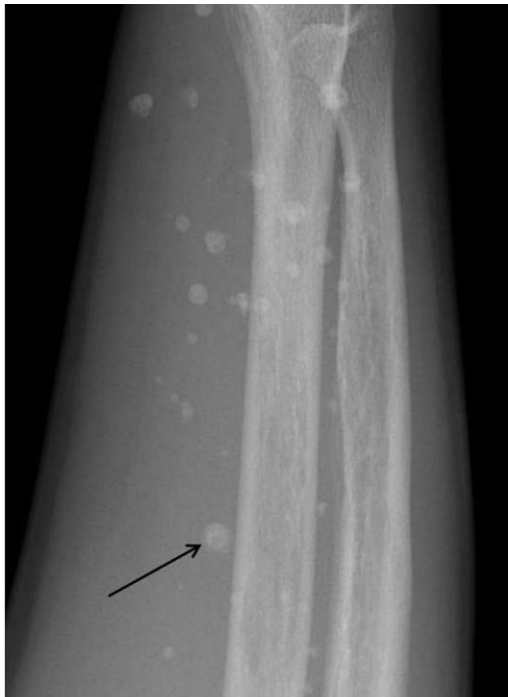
Cavernous hemangioma in a 20-year-old man. Lateral plain radiograph of forearm shows several round, ring like calcifications including central lucencies (arrow), suggesting thromboliths.
